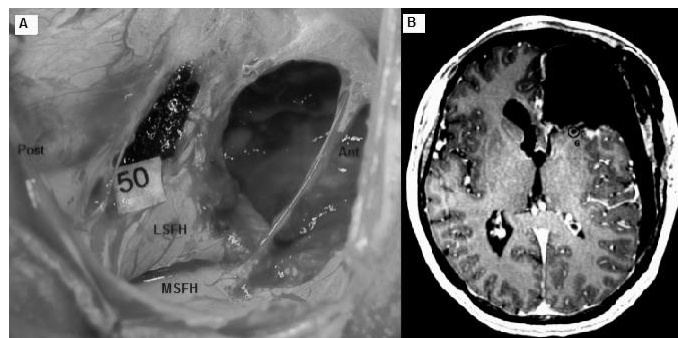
A. Preoperative view in patient 6 operated for a recurrence of a low grade glioma in the frontal lobe. The frontal horn of the left lateral ventricle is widely opened. Stimulation on number 50 elicited a BNMR and corresponds to the anterior arm of the internal capsule and the head of the caudate nucleus. Ant : anterior; Post : posterior; LSFH : lateral side of the frontal horn; MSFH : medial side of the frontal horn. B. Axial view of the postoperative MRI for patient 6. The wide opening of the ventricle and the absence of brain parenchyma anteriorly make easier the localization of the site eliciting BNMR on MRI and the link with the per-operative view. Number 6 corresponds to the site of BNMR
